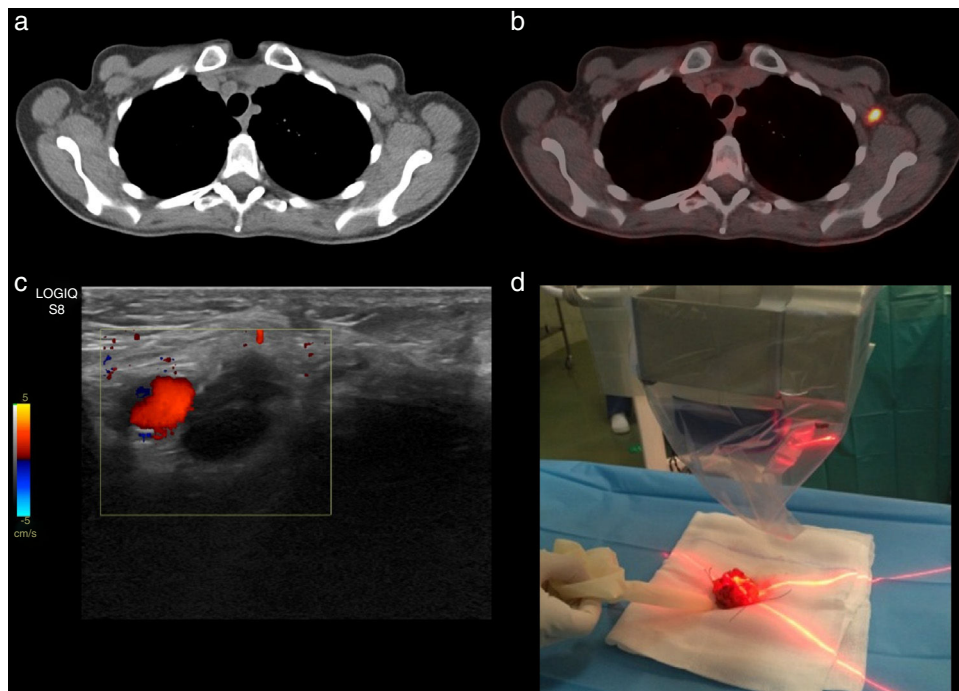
Cortes axiales de imagen de TC (a) y de fusión PET/TC (b) donde se observa lesión nodular hipermetabólica de densidad partes blandas en región axilar izquierda, adyacente a la vena axilar en la imagen de ecografía doppler (c). Adquisición con gammacámara portátil de imagen intraoperatoria de la pieza ex-vivo tras exéresis radioguiada (d).
